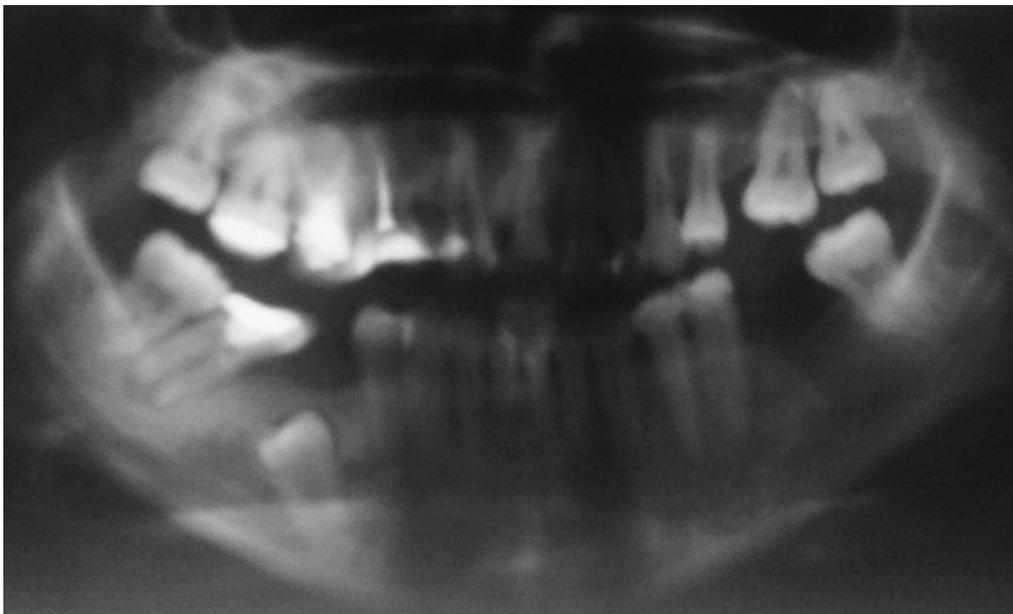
Ортопантомография – ретенция, дистопия зуба 4.5
